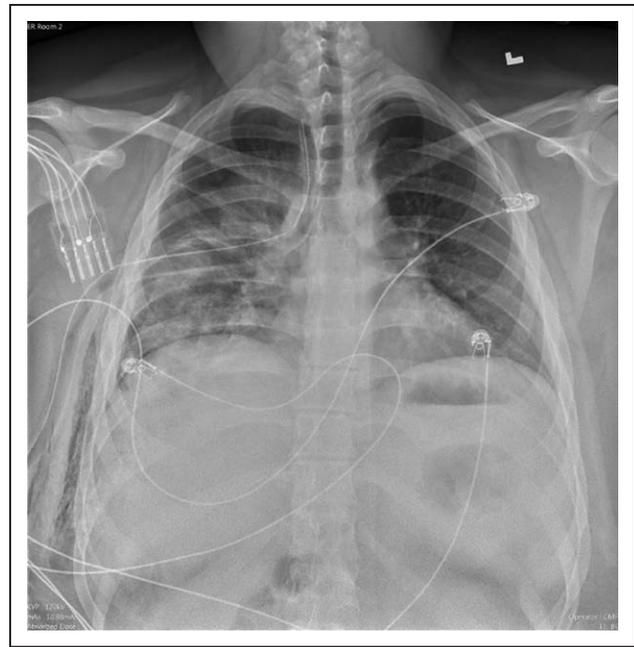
Chest x-ray showing right-sided chest tube placement with resolution of the right pneumothorax and mediastinal deviation.
